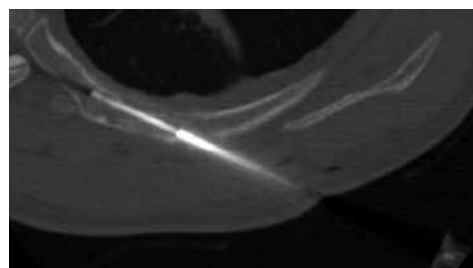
Computed tomography-guided biopsy for a rib metastasis from lung cancer in a 55-year-old man. Computed tomography scan during the biopsy shows the biopsy needle tip in the destroyed rib with a route along the long axis of the rib.
